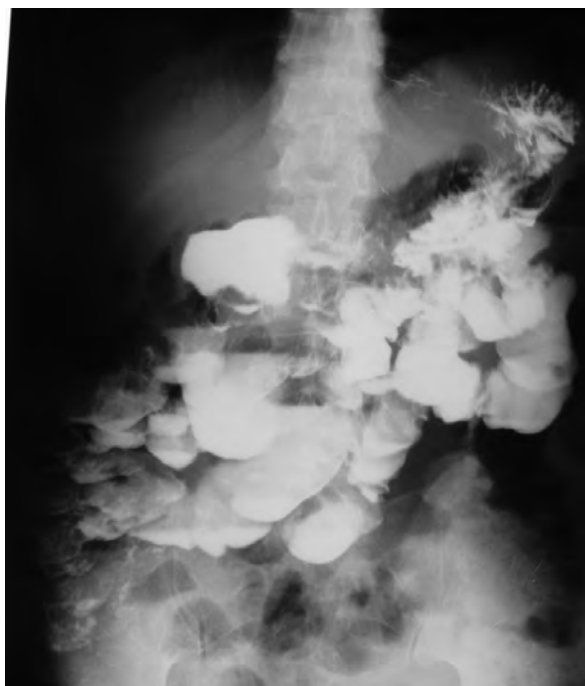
Пример ложной рентгенологической картины тонкокишечной непроходимости у больного с тяжелым течением глютеновой энтеропатии (гипотоничные петли с мешковидными расширениями имитируют уровни жидкости при бесконтрастном исследовании, Керкрингов-вы складки не дифференцируются)
